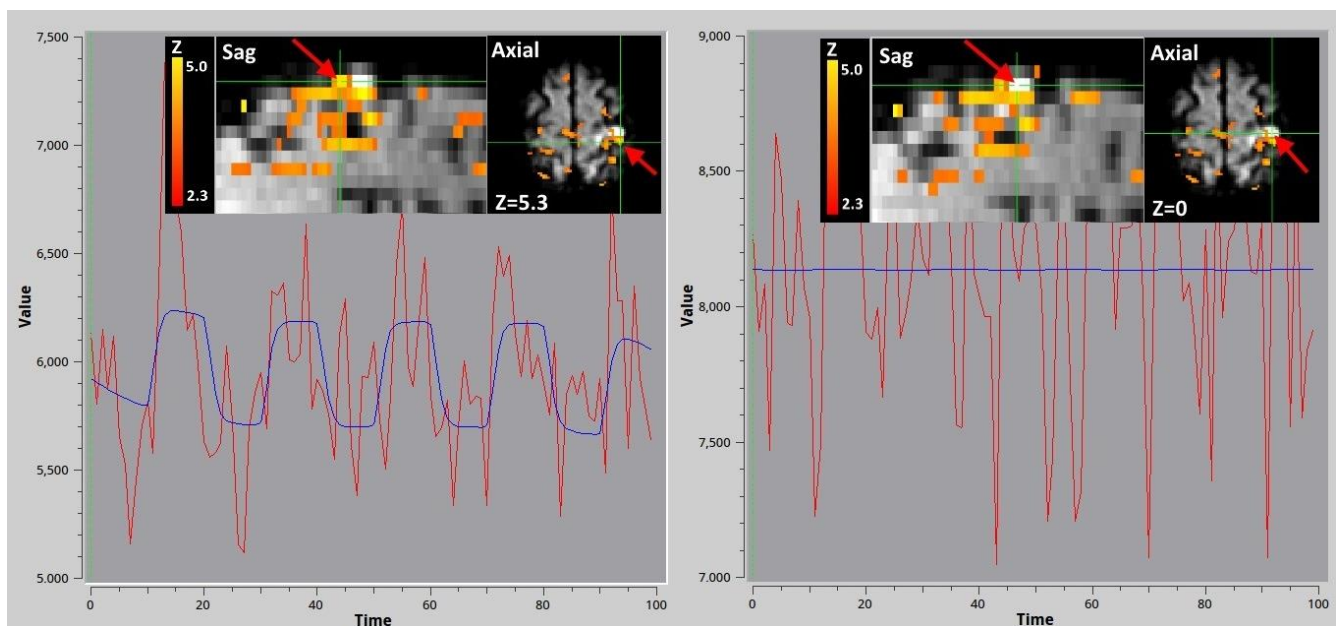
Зміна BOLD МР-сигналу в зонах активації біля вогнищ ішемії (ліворуч) і в самому вогнищі (праворуч). У точках найвищої інтенсивності DWI МР-сигналу зміна BOLD-сигналу не корелює з парадигмою рухового завдання, в той час коли в зонах тісно прилеглих до цих вогнищ спостерігається кореляція, що видно з графіків зміни МР-сигналу. На графіках червоною лінією позначено зміна BOLD МР-сигналу, синьою – співпадіння з моделлю рухової парадигми.
